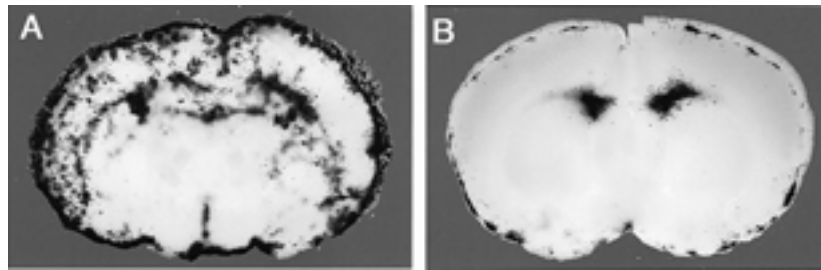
大脳スライスに変異 MCMV (RM461)²⁵⁾を感染し5日間培養, X-Gal 染色した
